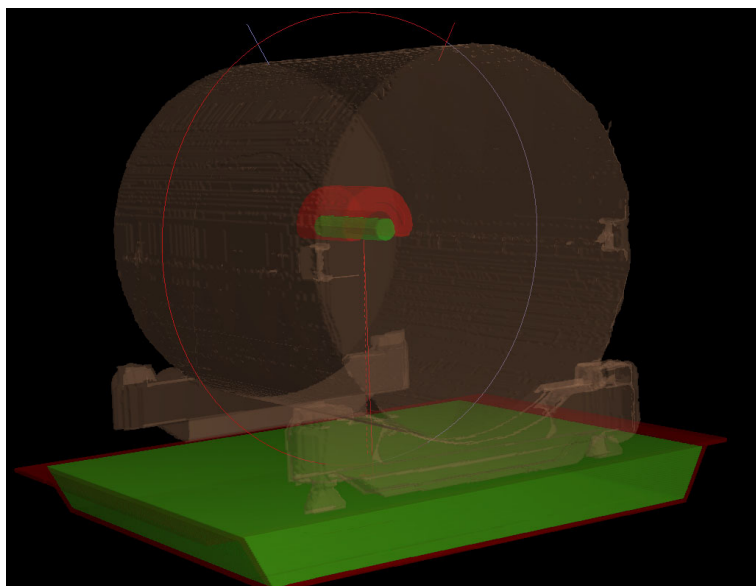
Vista del caso prueba de PTV en forma de C con las estructuras de PTV y médula dibujadas en la TC del Octavius 4D.
